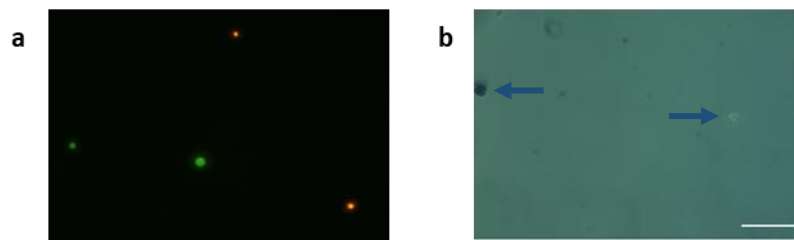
Vitalitätstest in TK6-Zellen. (a) Färbung mit FD und (b) Färbung mit Trypanblau. Blauer Pfeil markiert gefärbte Zellen. Maßstab: 100 μm .
